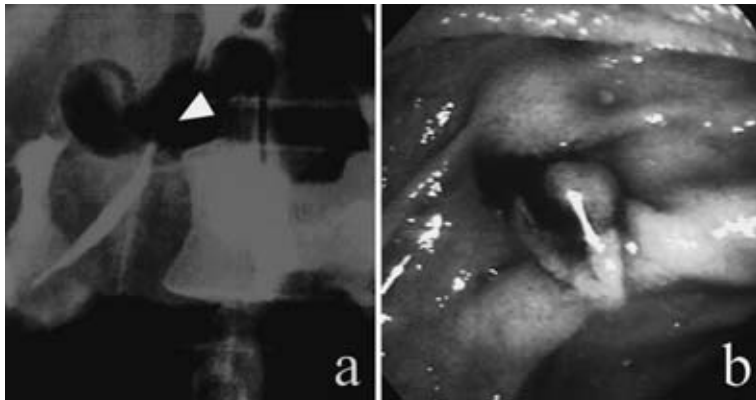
Repeated CT scan after completion of the ERP showed the extravasation inside the parenchyma from MPD (arrowhead).
